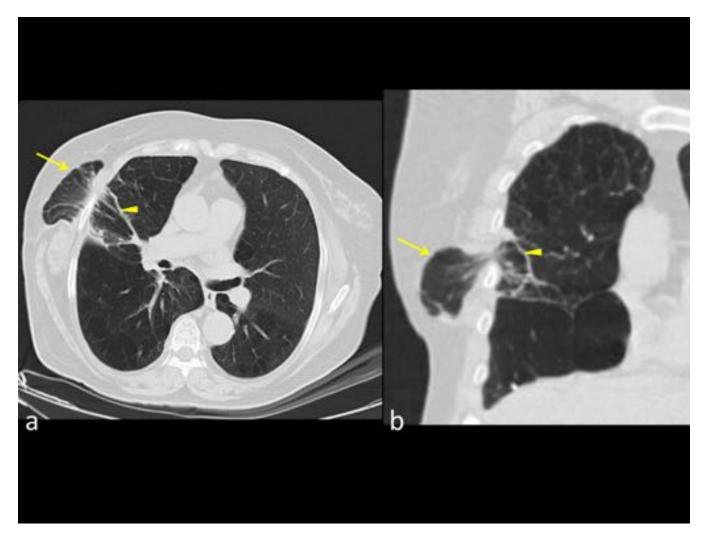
Caso 4: TC corte axial (a) y corte coronal (b). Mujer de 69 años con antecedentes de EPOC y nódulos pulmonares en los LSD y LID. Se ve protrusión del parénquima pulmonar en región intercostal lateral derecho (cabezas de flechas) que fue evidenciado inmediatamente posterior al acto quirúrgico de resección de dos nódulos pulmonares. La hernia asocia además tractos y bronquiectasias de tracción (cabezas de flechas).
